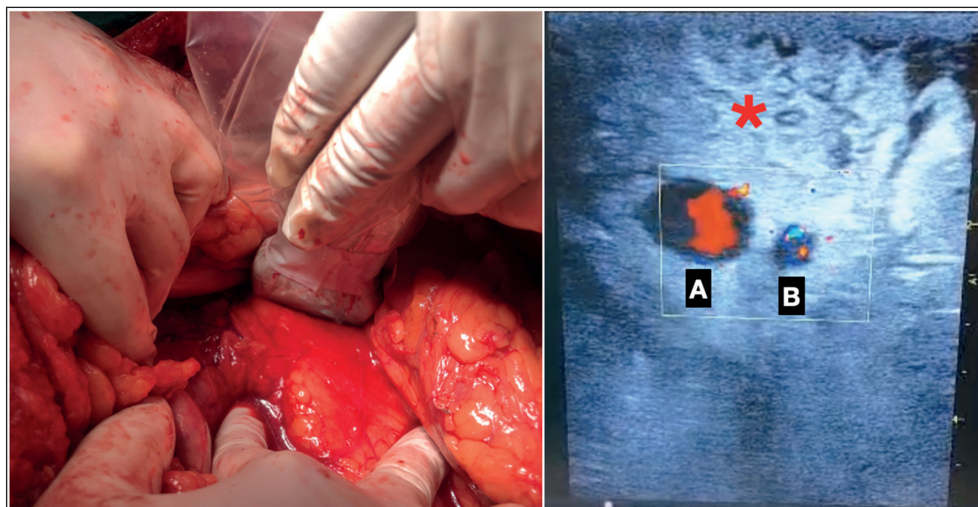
Ultrasonido Pancreático intraoperatorio. En A podemos ver la vena Mesentérica y B arteria mesentérica. El asterisco marca la ubicación del conducto pancreático principal.
